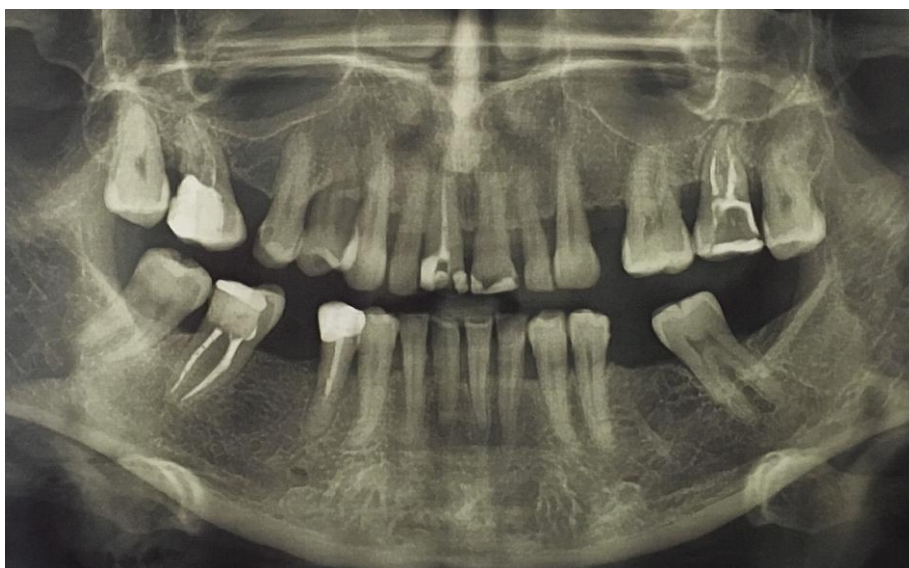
(b.). Pacientul A., ortopantomografia după tratament.
